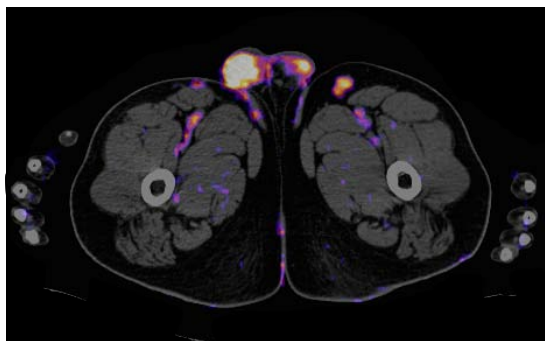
Paciente con melanoma acral lentiginoso localizado en talón izquierdo y múltiples lesiones satélite, en la que el estudio  $^{18}\text{F}$ -FDG PET/CT permitió la identificación de involucro nodal en cadena ganglionar inguinal superficial izquierda, e incluir en el plan quirúrgico la disección selectiva.
